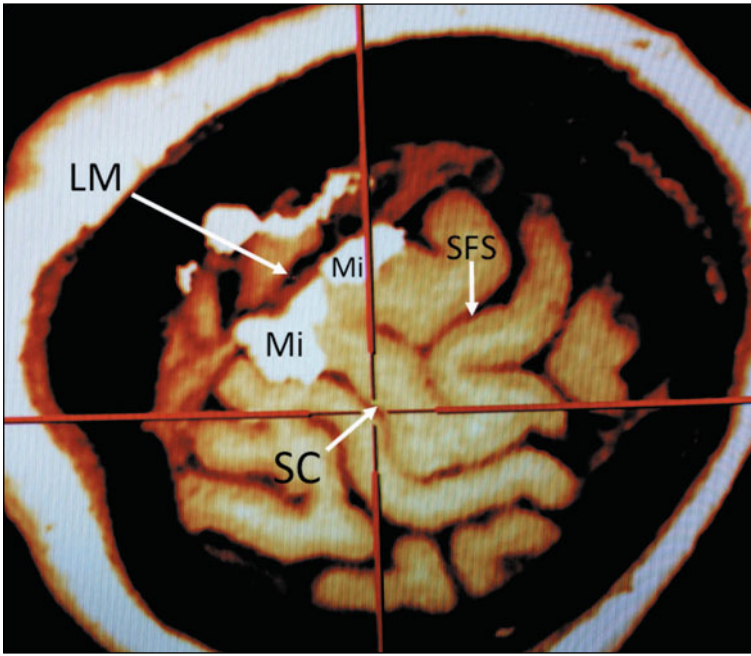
IRM fonctionnelle (IRMf) chez un patient paraplégique. Pour activer la zone du cortex moteur dédiée à la représentation des membres inférieurs (Mi), on a demandé au patient d’imaginer qu’il mobilisait ses membres inférieurs. L’IRMf peut être intégrée dans certains systèmes de neuronavigation (ici Medtronic®), ce qui facilite le placement des électrodes. Mêmes légendes que pour la Fig. 1.
